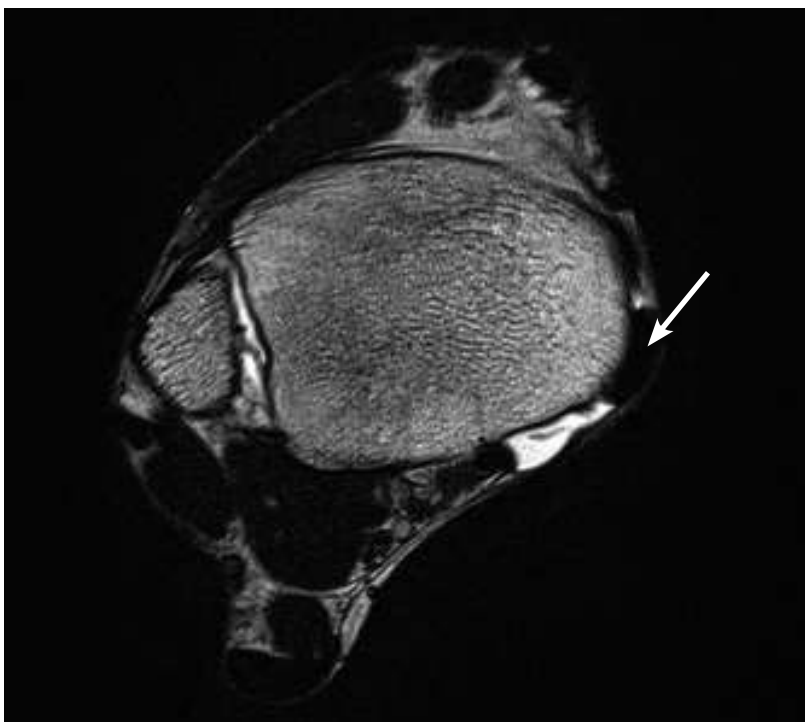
Präoperatives MRI (Transversalebene). Luxation der Tibialis-posterior-Sehne rechts (Pfeil). Ausgerissenes Retinakulum. Hypoplastischer Sulcus malleolaris.
